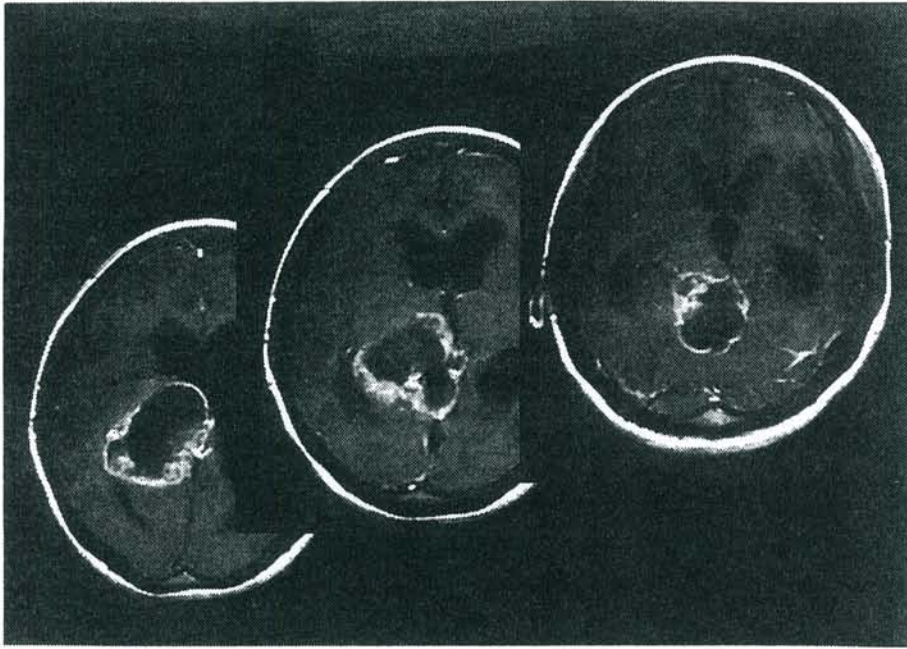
MRI of our cases - glioma of basal ganglia and ventricular system
